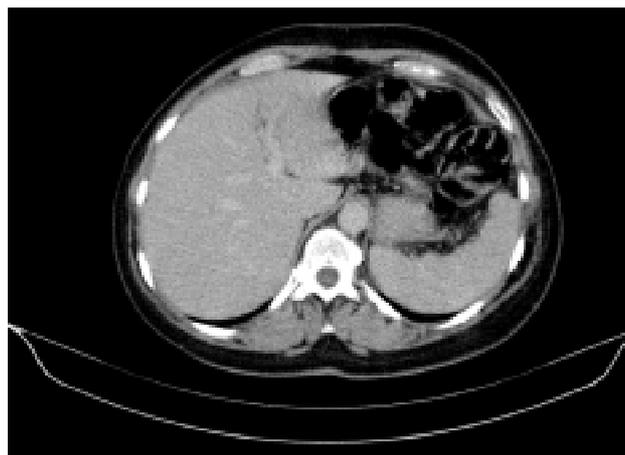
Хворий С., 1952 р. н. СКТ-дослідження: через 2 місяці після променевої терапії, позитивна динаміка — пухлинний осередок замістився фіброзною тканиною
